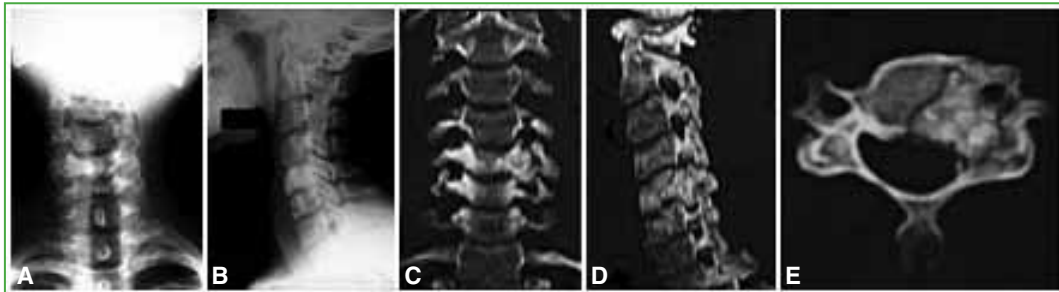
A y B. Radiografías simples de columna cervical de frente y de perfil. Se observa una imagen esclerótica en el quinto cuerpo vertebral. C-E. Tomografía computarizada. Lesión de bordes bien definidos que compromete el cuerpo vertebral izquierdo.
